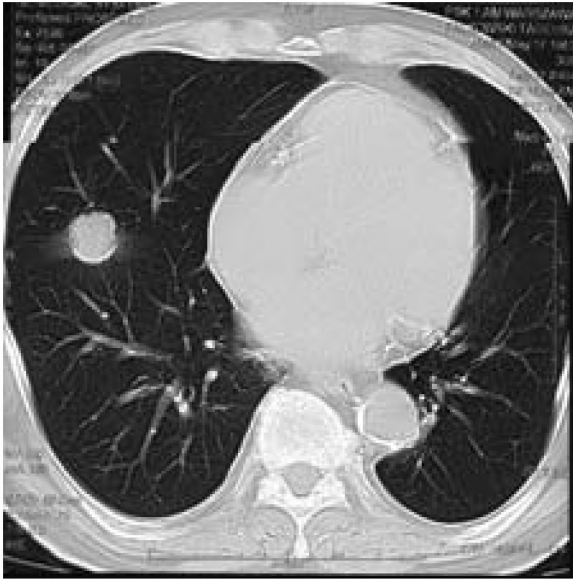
CT of the chest: lesion in the 8th segment of the right lung.
